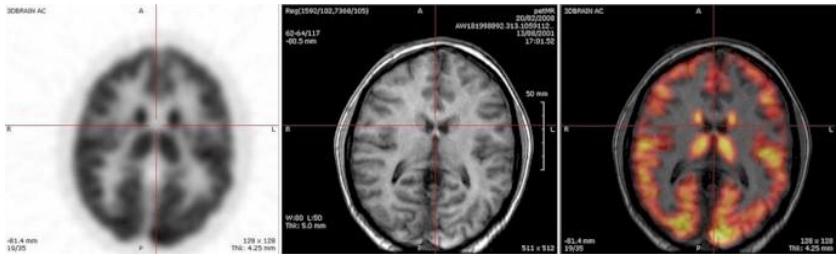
Снимки различных томограмм. Слева направо изображения ПЭТ, МРТ и комбинированное изображение ПЭТ-МРТ[6]
